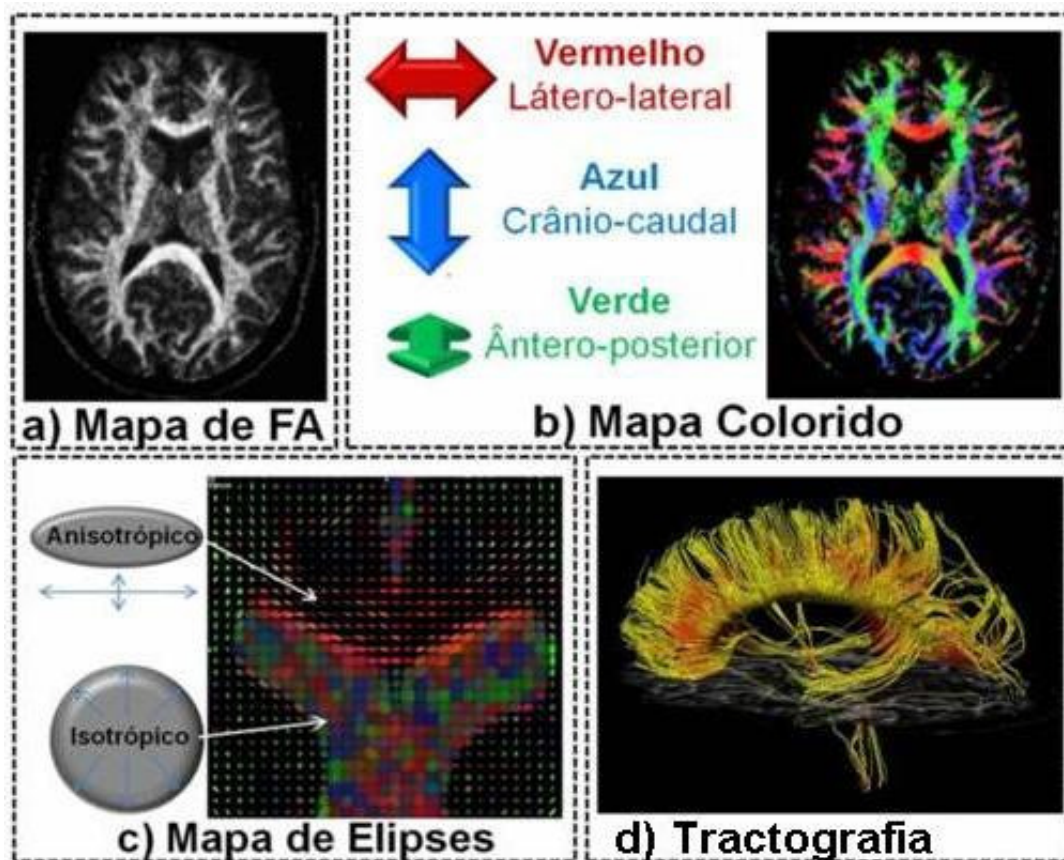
Representações das imagens geradas pela RM por tensor de difusão.
